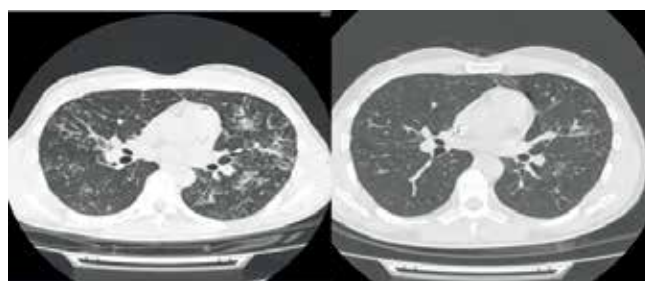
Динамика МСКТ-картины легких и внутригрудных лимфоузлов на фоне терапии ГКС.
